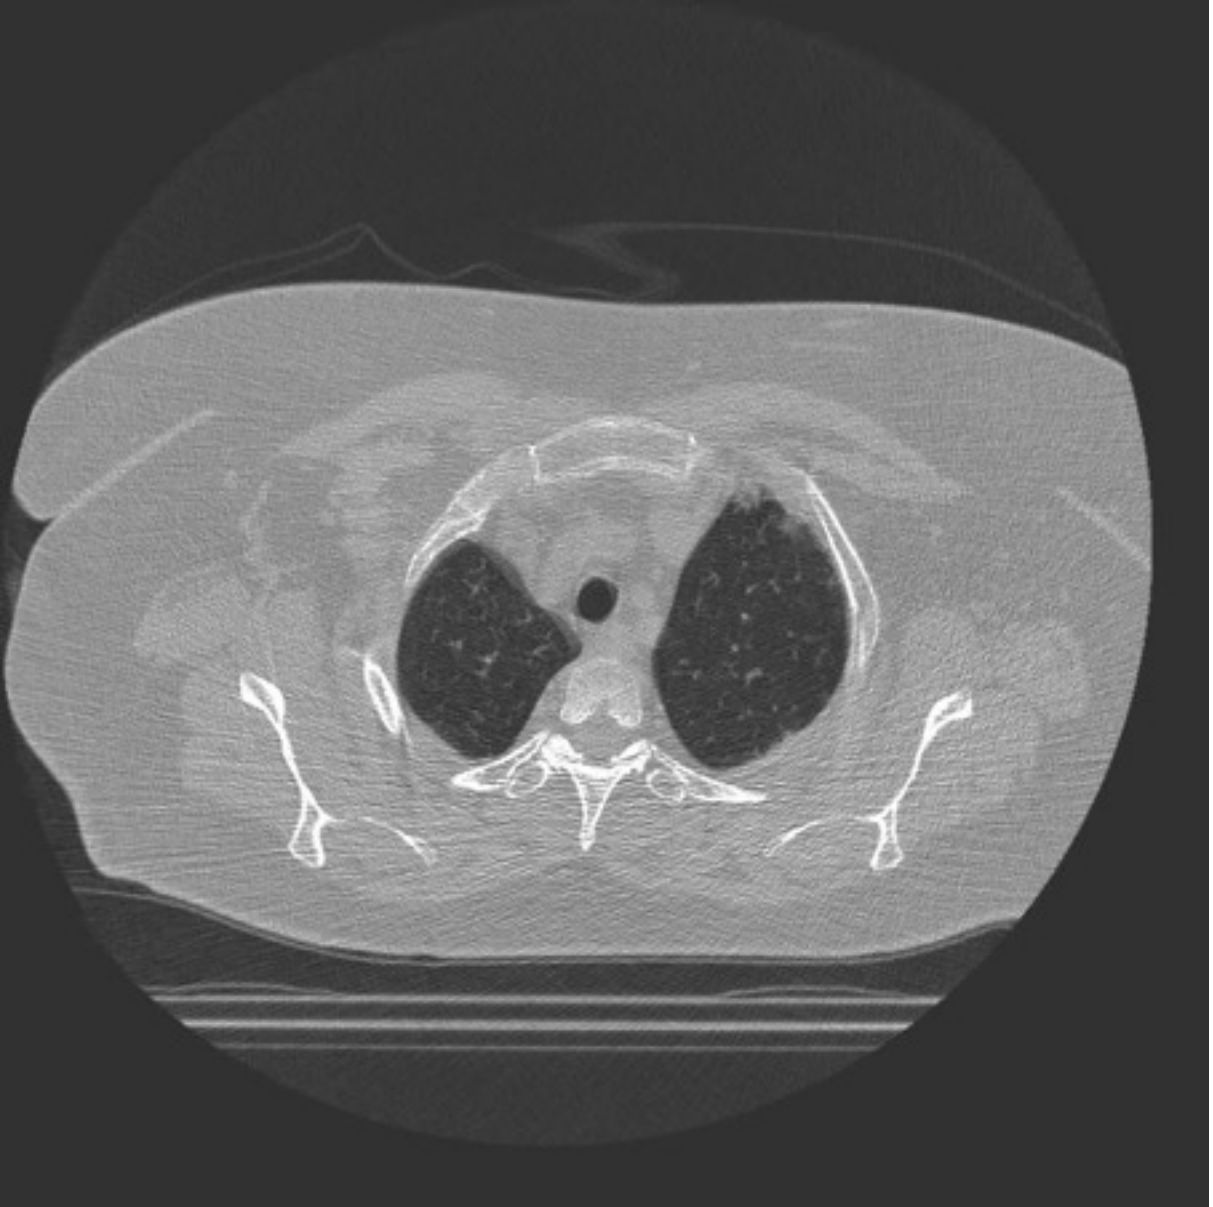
Una scansione HRCT mostra aree a densità ground glass prevalenti nelle regioni subpleuriche.
